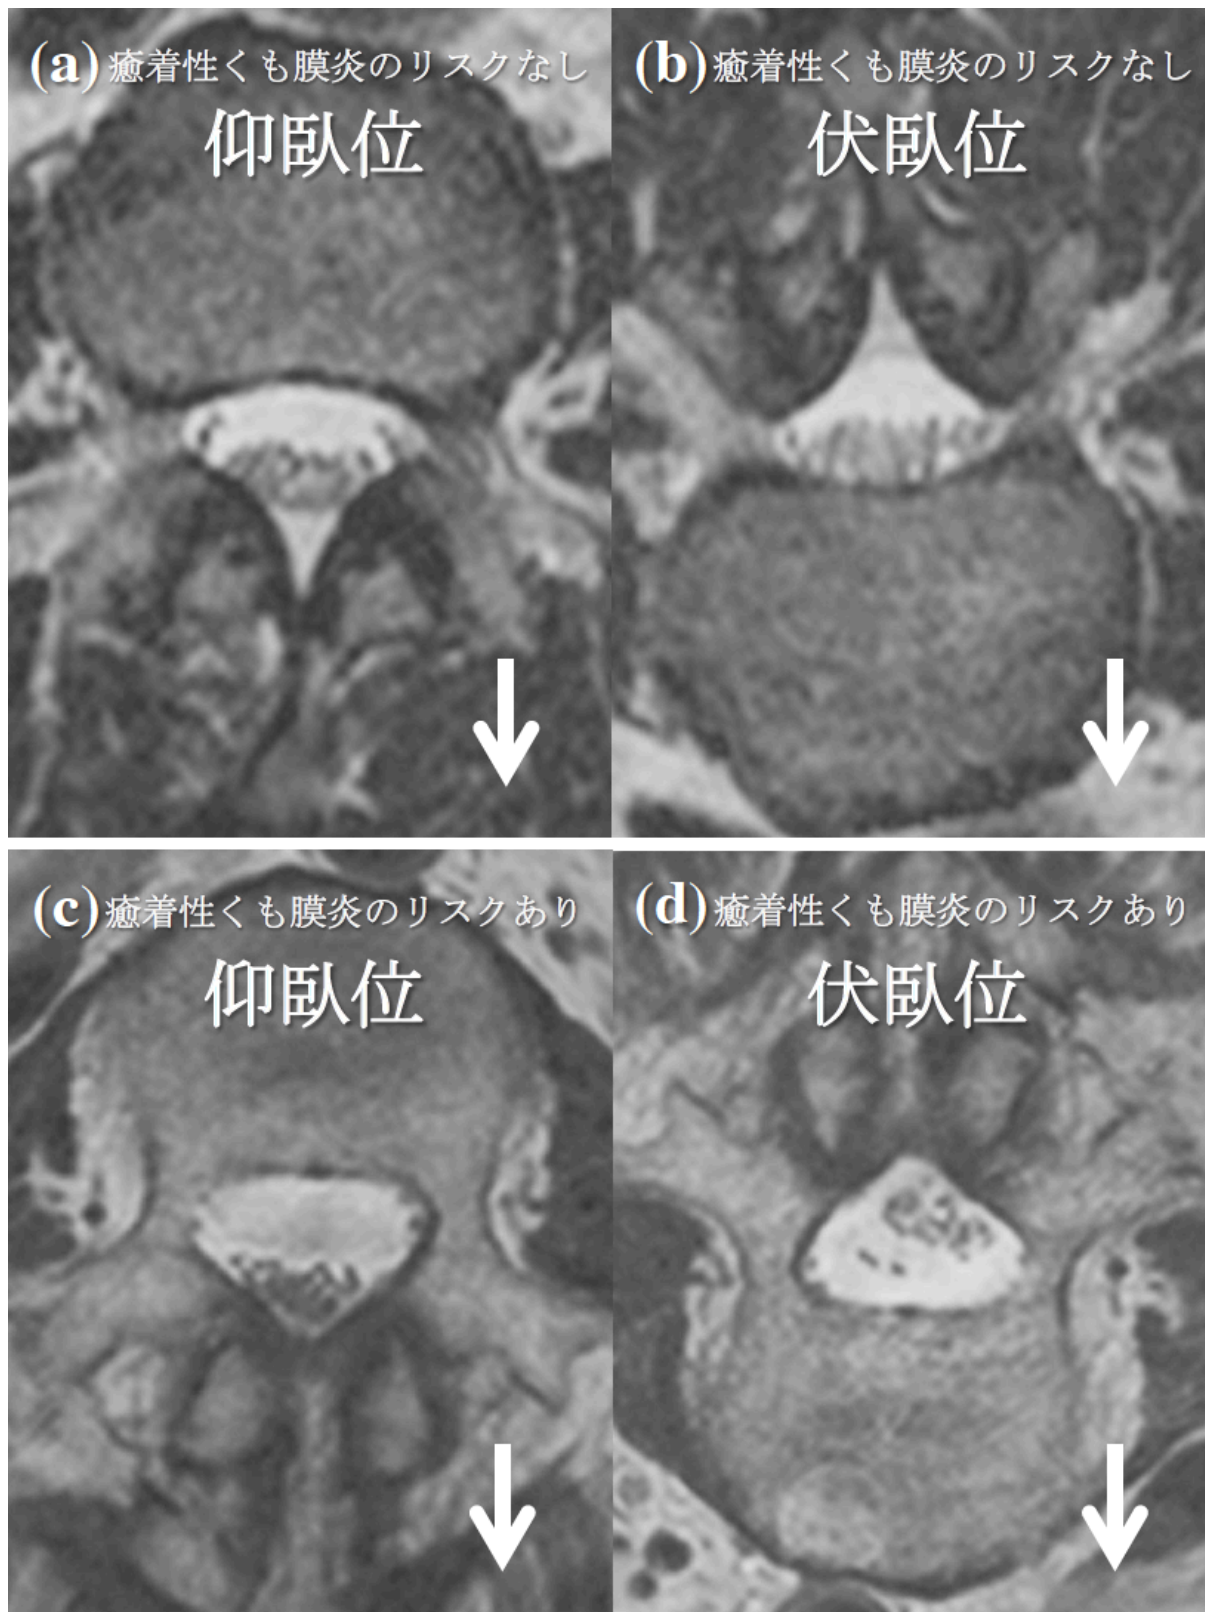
腰部癒着性くも膜炎の有無での体位変換によるMRI T2強調画像の比較
